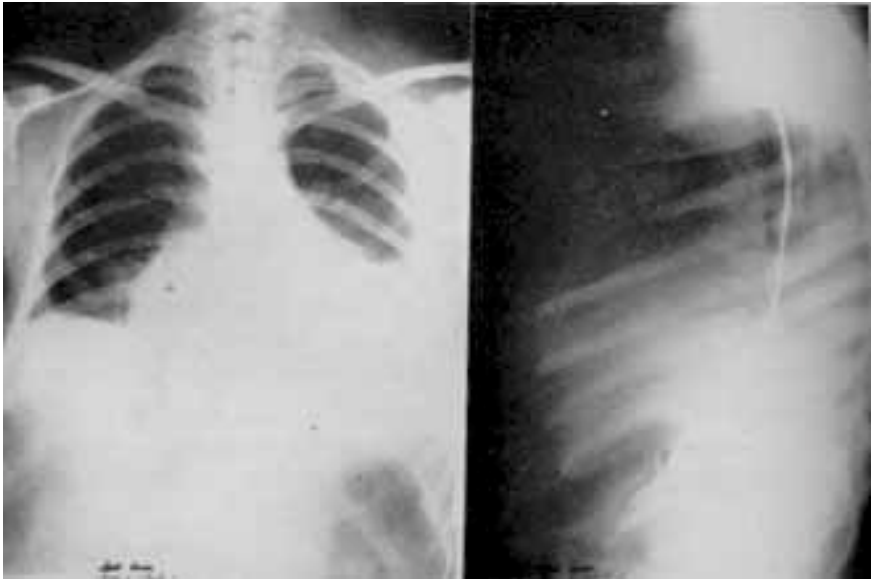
Telerradiografia de tórax, pósterio-anterior e perfil.
